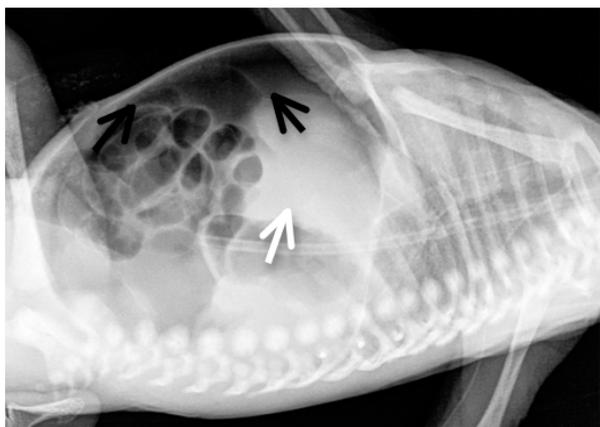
Radiografía simple de abdomen proyección tangencial en decúbito dorsal, donde se aprecia neumoperitoneo (flechas negras); hígado (flecha blanca).
